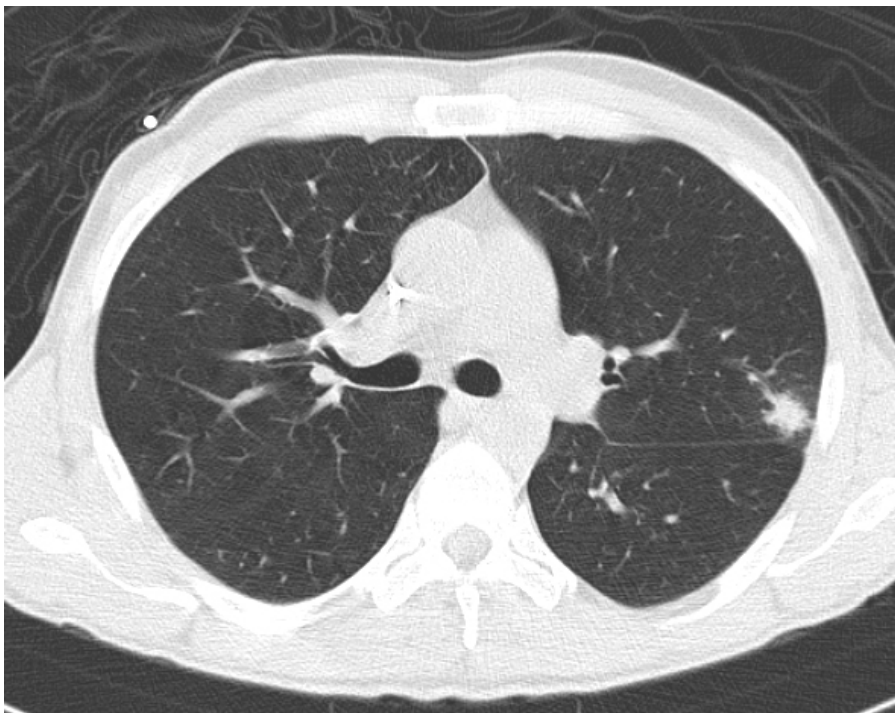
Standard-Dosis-CT: Konsolidierungsherd im linken apikoposterioren Oberlappensegment
